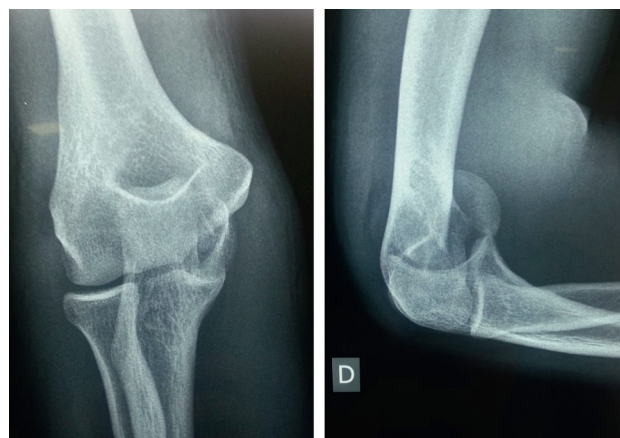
anteroposterior and lateral X-ray elbow objectifying a half-moon fracture of the trochlea with antero-superior tilting of osteochondral fragment.
